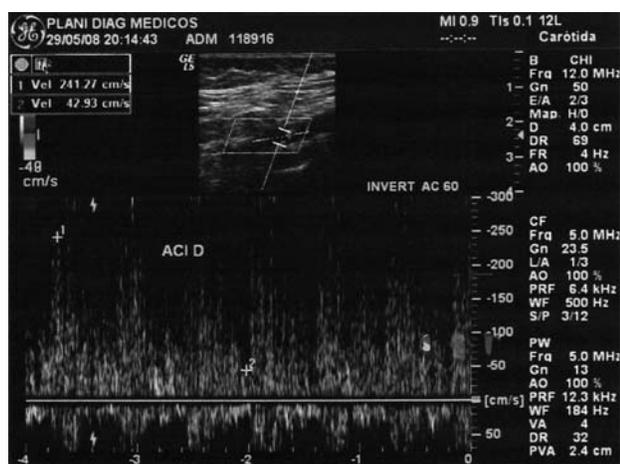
Eco-Doppler de artérias carótidas e vertebrais: artéria carótida interna direita com aumento de velocidades de pico sistólico e diastólica final (relação ACI/ACC = 4,17)
